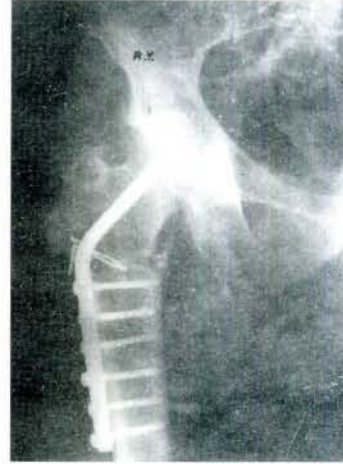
a: 74 yaşında bir erkek olgunun ameliyat öncesi grafisi
